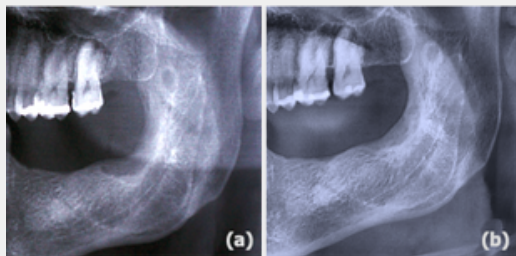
(a) Radiografia panorâmica 18 meses pós-operatório mostrando reparo ósseo após enucleação e osteotomia periférica; (b) aspecto aos 40 meses de controle evidenciando adequada reparação óssea e ausência de recidiva.
